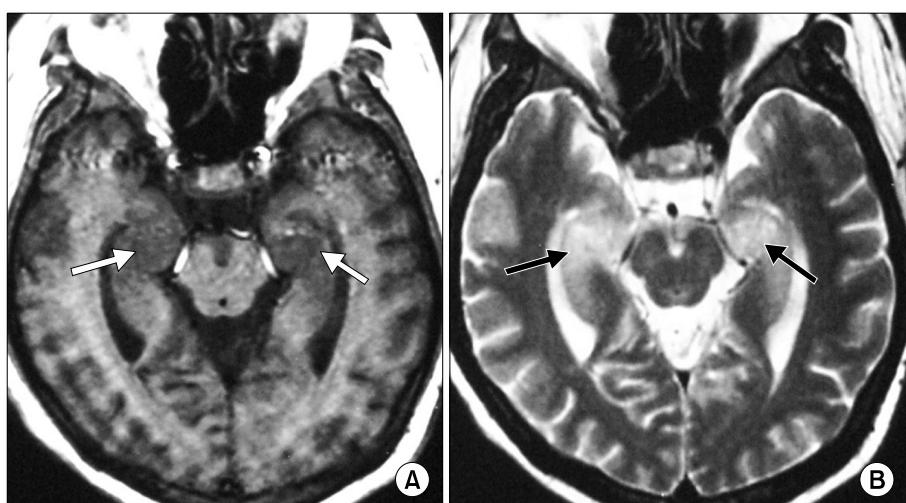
Brain magnetic resonance imaging. T1-weighted image (A) and T2-weighted image (B) showed low signal intensity lesions and high signal intensity lesions, respectively, in both hippocampus (arrows).
